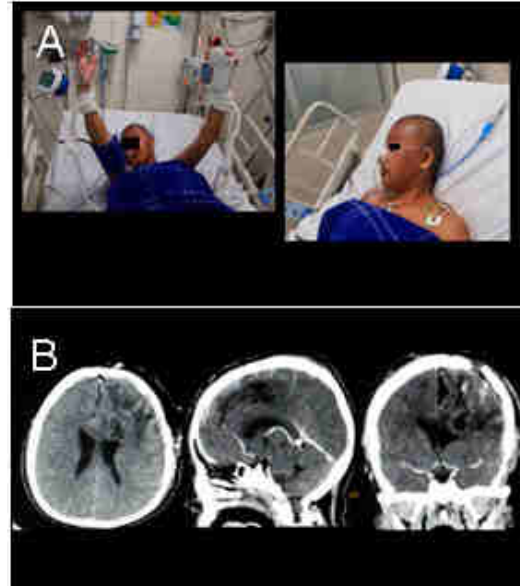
Paciente evoluciona favorablemente Glasgow 15 y no hay déficit neurológico agregado. TAC craneal control post-operatorio 24h evidencia cambios postquirúrgicos en craniotomía fronto-parietal izquierda. No se observa captación patológica en relación a exéresis total de lesión.
